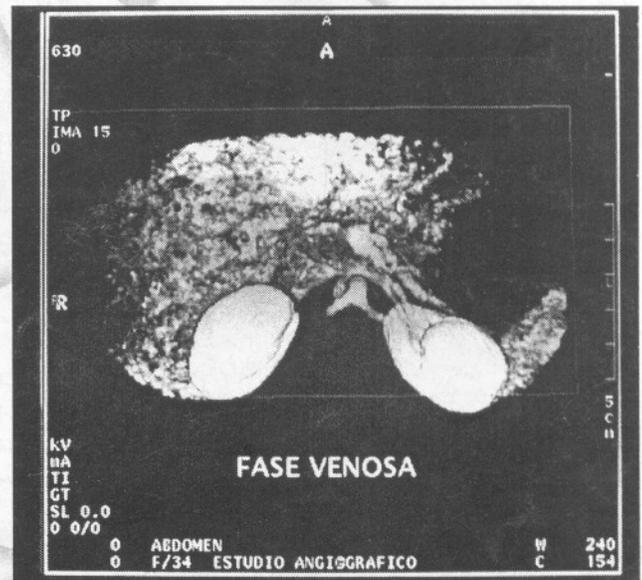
TAC helicoidal: fase venosa
